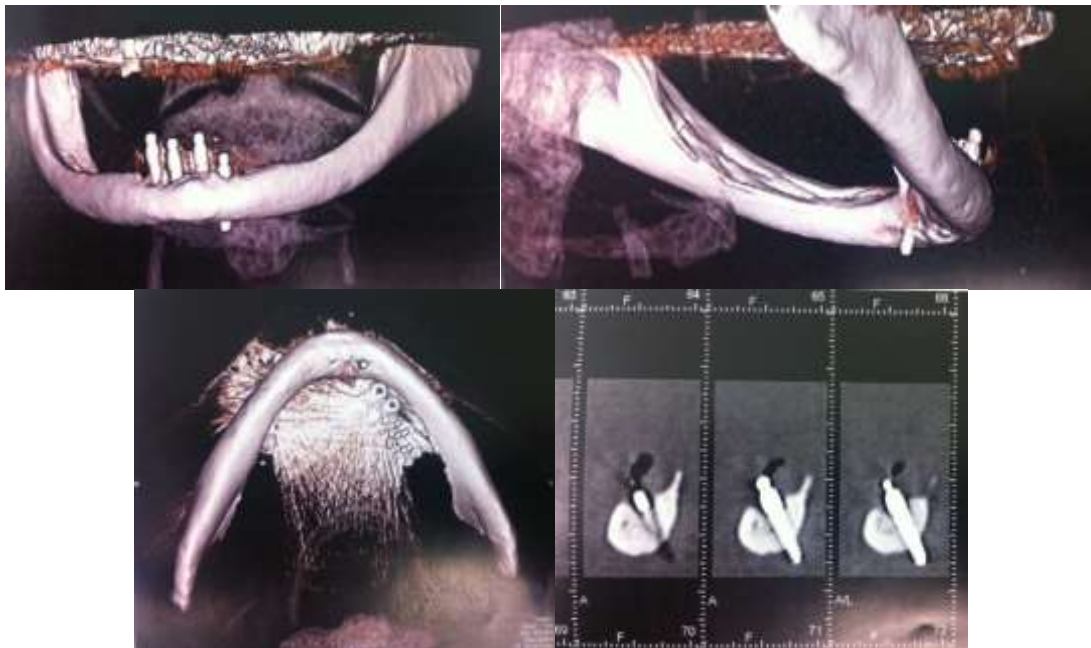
images 3D CT représentant un implant placé en position 33 perforant le bord basilaire inférieur de la mandibule (Iconographies du Dr GANGLOFF).
